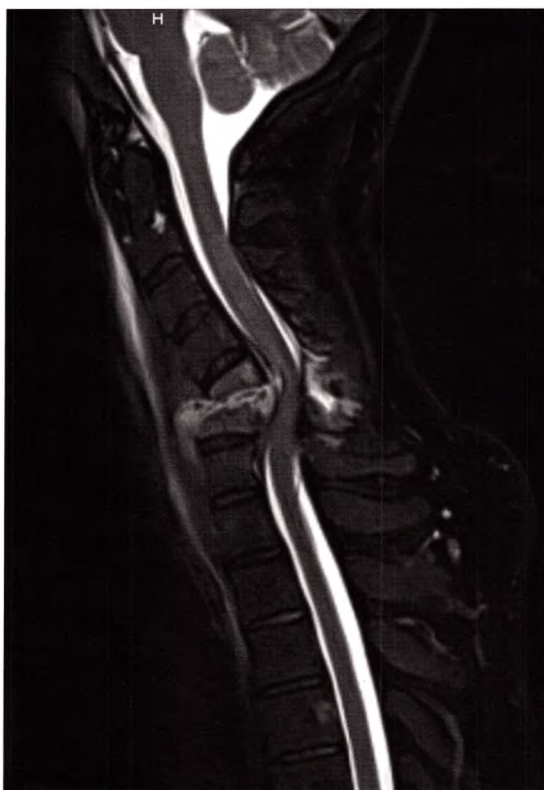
B IRM montrant une spondylodiscite infectieuse cervicale.
